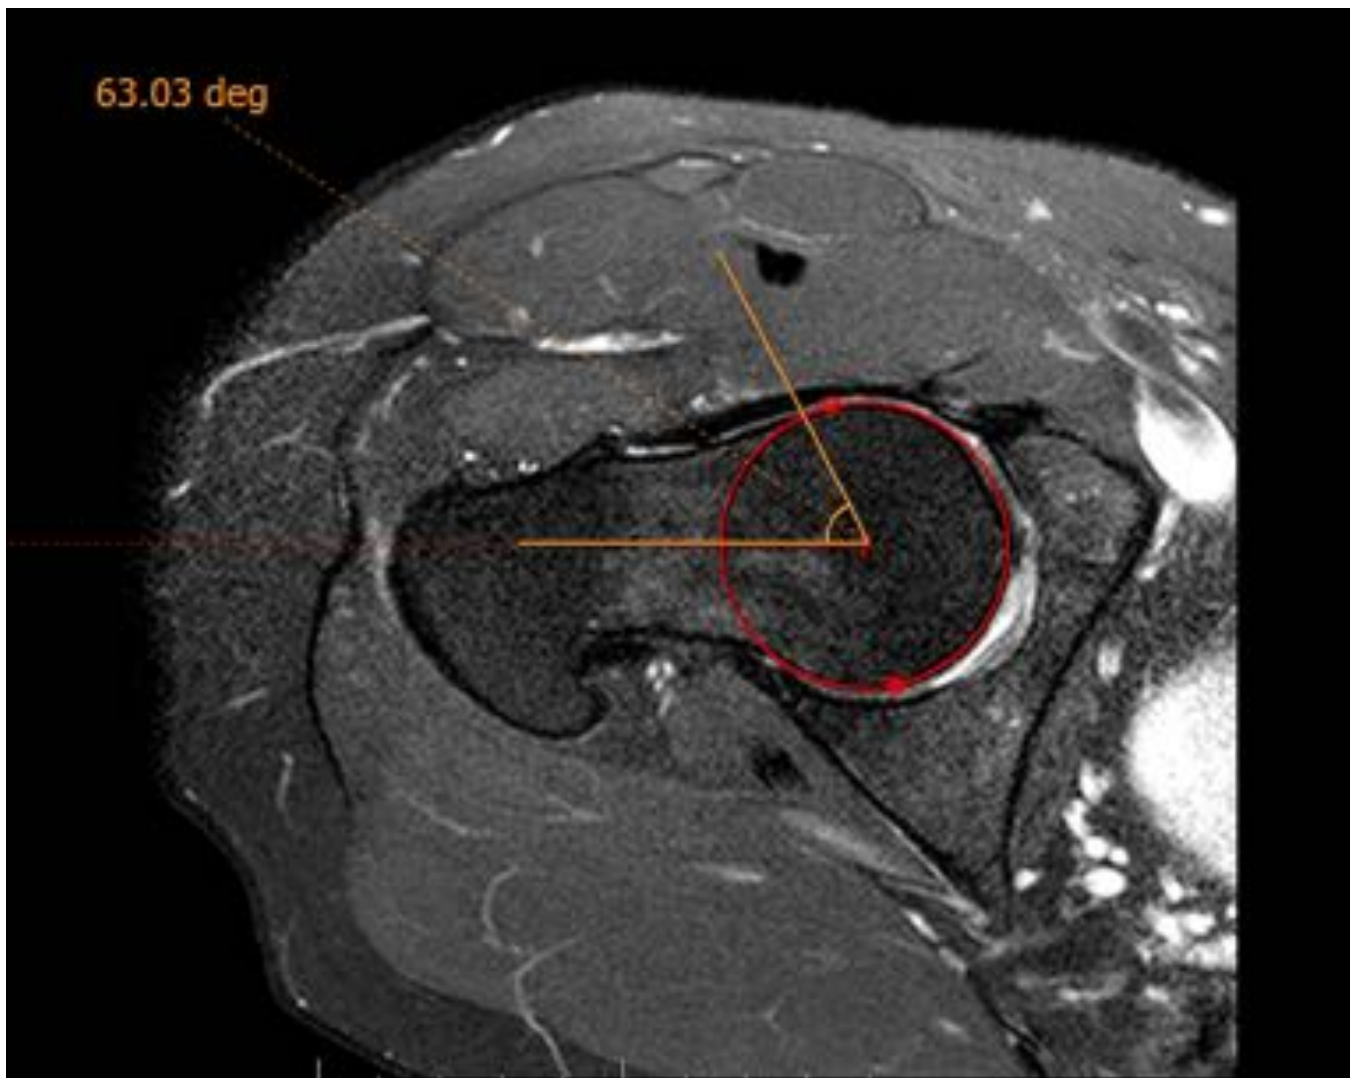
RM de cadera derecha en corte axial en secuencia sensible a líquido, que muestra deformidad de la transición cabeza-cuello femoral, ángulo alfa incrementado y escaso edema óseo del cuello femoral, compatible con pinzamiento femoroacetabular.
